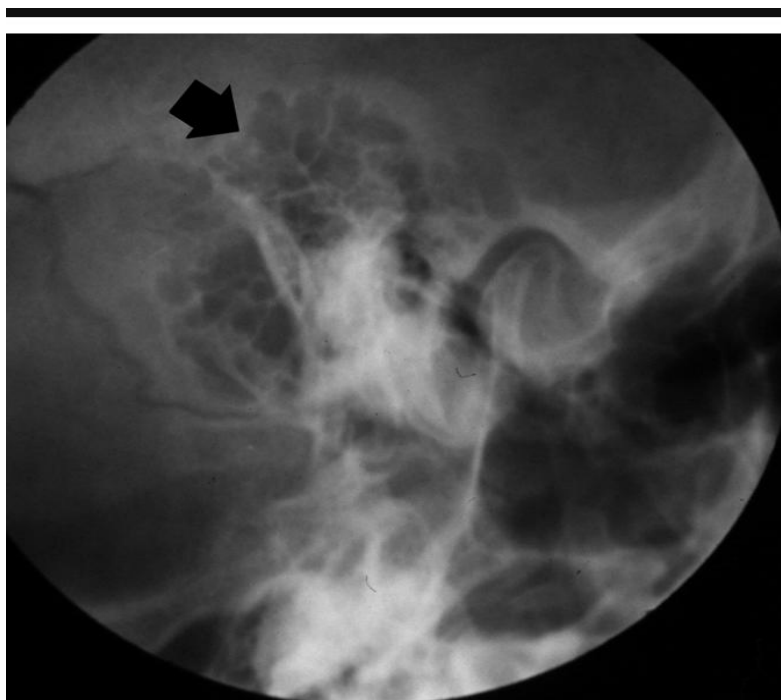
mastóide normalmente pneumatizada – radiografia convencional – incidência de Schüller
